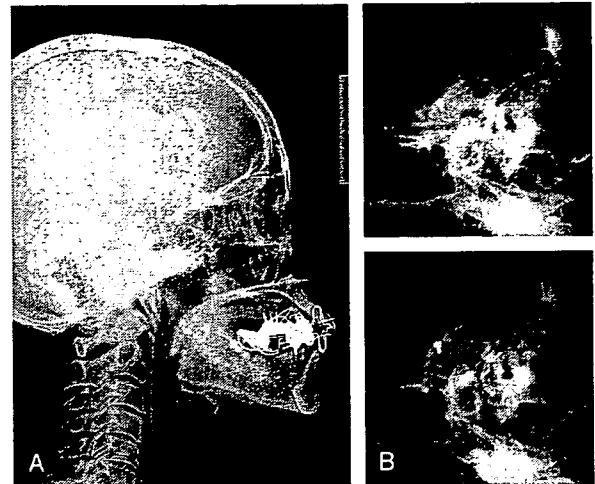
Postoperative radiographs. (A) Lateral view of the cephalogram. (B) Radiographs of the right temporomandibular joint (above, closed mouth; below, open mouth). The condyle reduced in the glenoid fossa, and a new eminence was formed.
